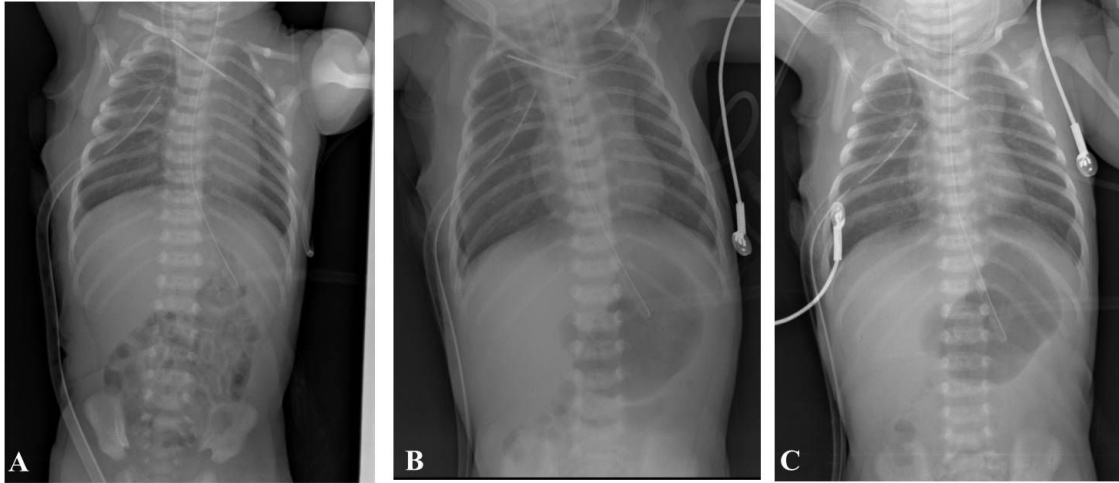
Serial chest PA and simple abdominal X-rays. A. Three days after corrective esophageal surgery shows normal pattern of bowel gas. B. The film of 5<sup>th</sup> postoperative day presents dilated stomach and decreased small bowel gas. C. At 7<sup>th</sup> day, stomach still remains dilated.
